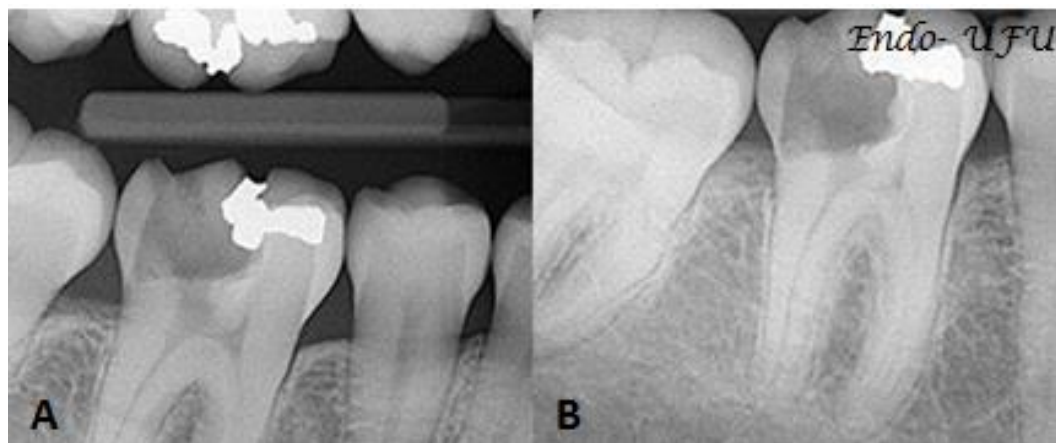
Radiografia de Diagnóstico. A. Interproximal. B. Periapical
